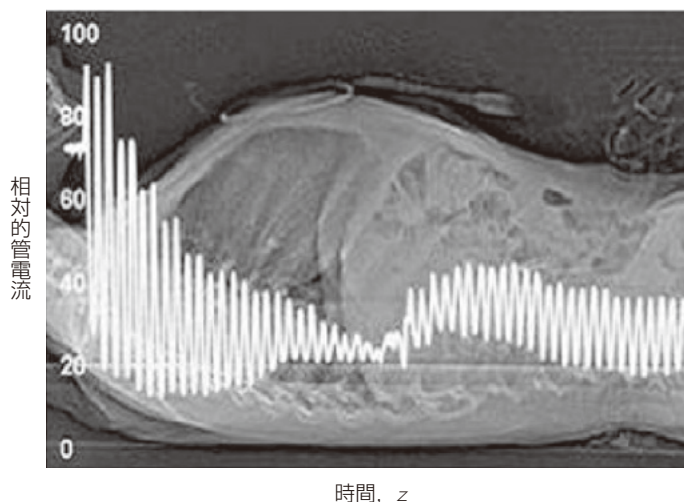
成人用プロトコルに AEC を併用して撮影された 6 歳児のスパイラル CT 検査における、相対的な管電流の時間的推移、すなわち寝台位置による変動
